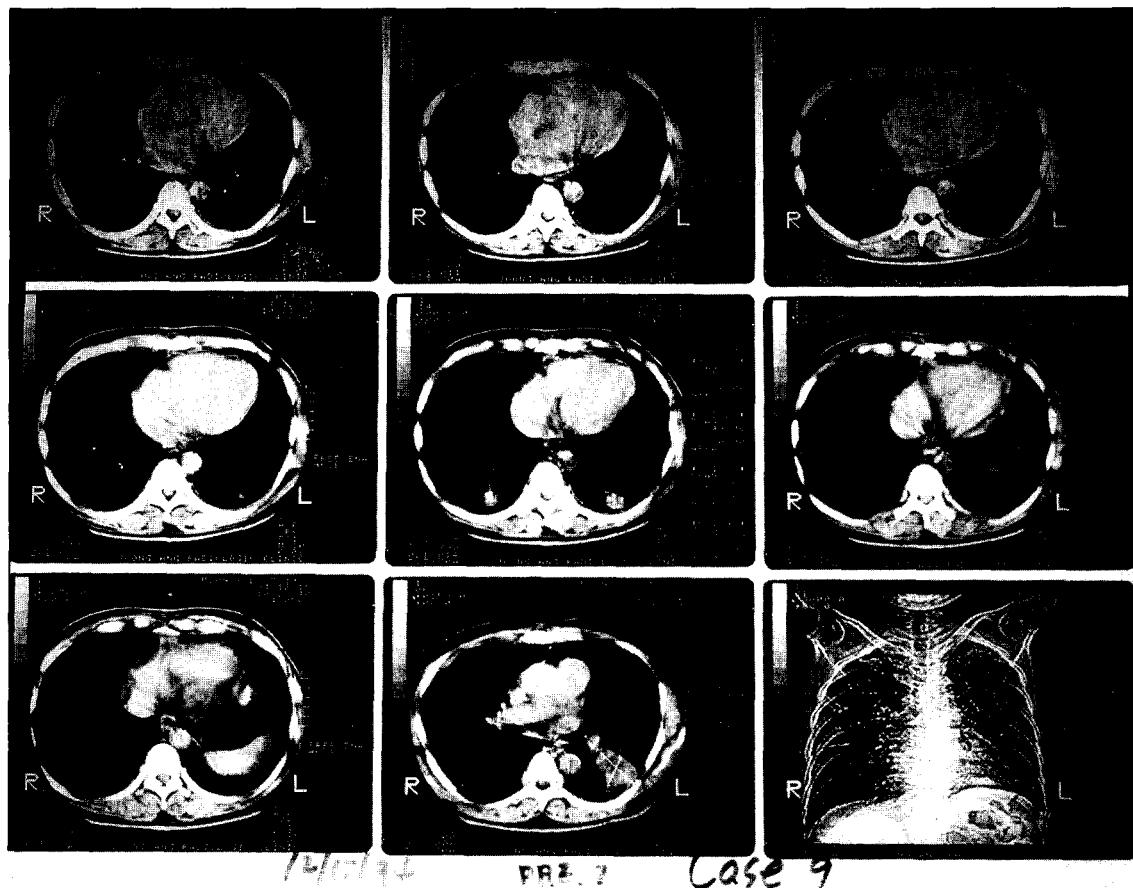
Computed tomography of case 1. Bilateral pulmonary nodules were seen.
